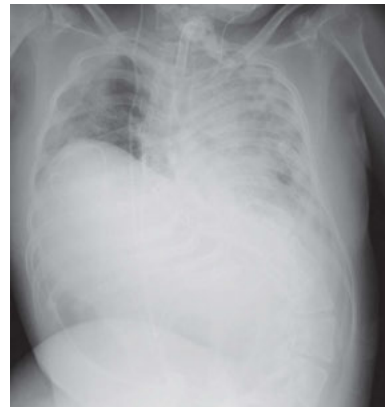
胸部X線写真（第20病日；ステロイドパルス療法終了後4日目）
